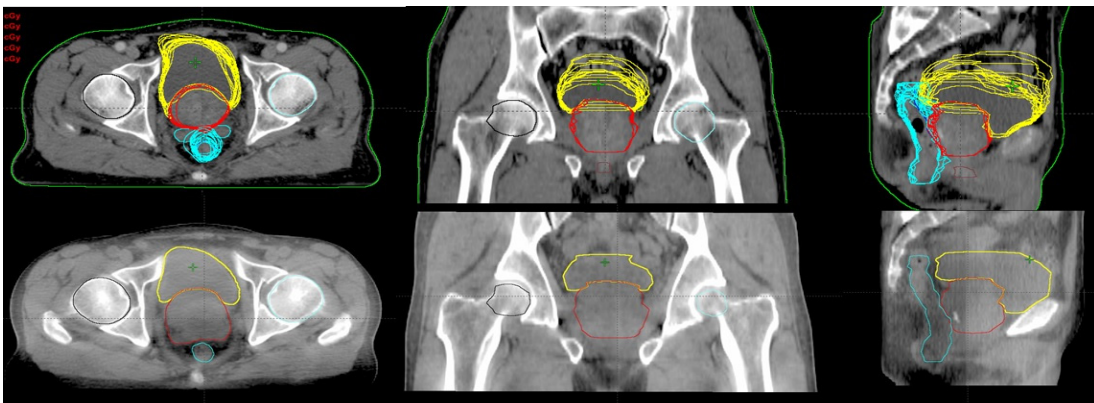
Patient organ contouring for pCT and CBCT (Prostate, Bladder and Rectum)
